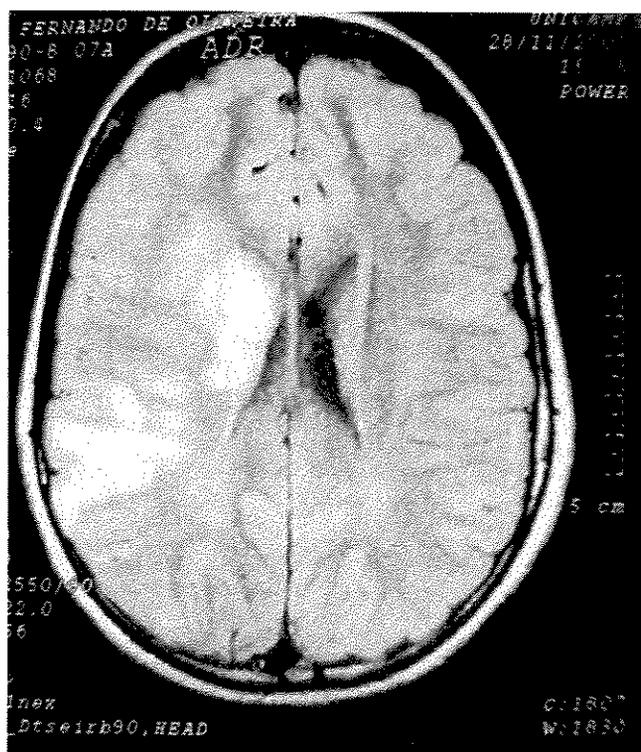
RM Sujeito 3 TFO do Crânio, em 30/11/2000, paciente acometido por DCVI aos 7anos de idade.
